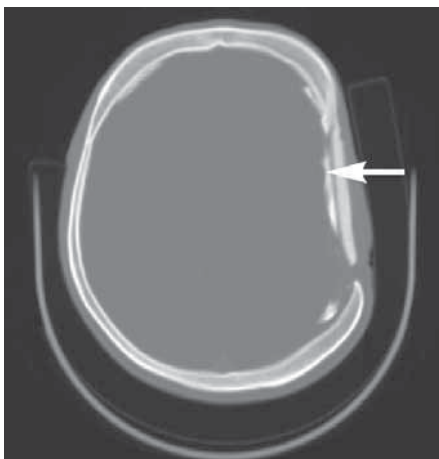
Головной мозг после оперативного вмешательства. Обзор костных окон должен быть первым шагом при любой оценке КТ черепа после хирургической операции, так как обычно помогает прояснить вид выполненного хирургического вмешательства. Данный пациент имел левостороннюю краниотомию (стрелки).
